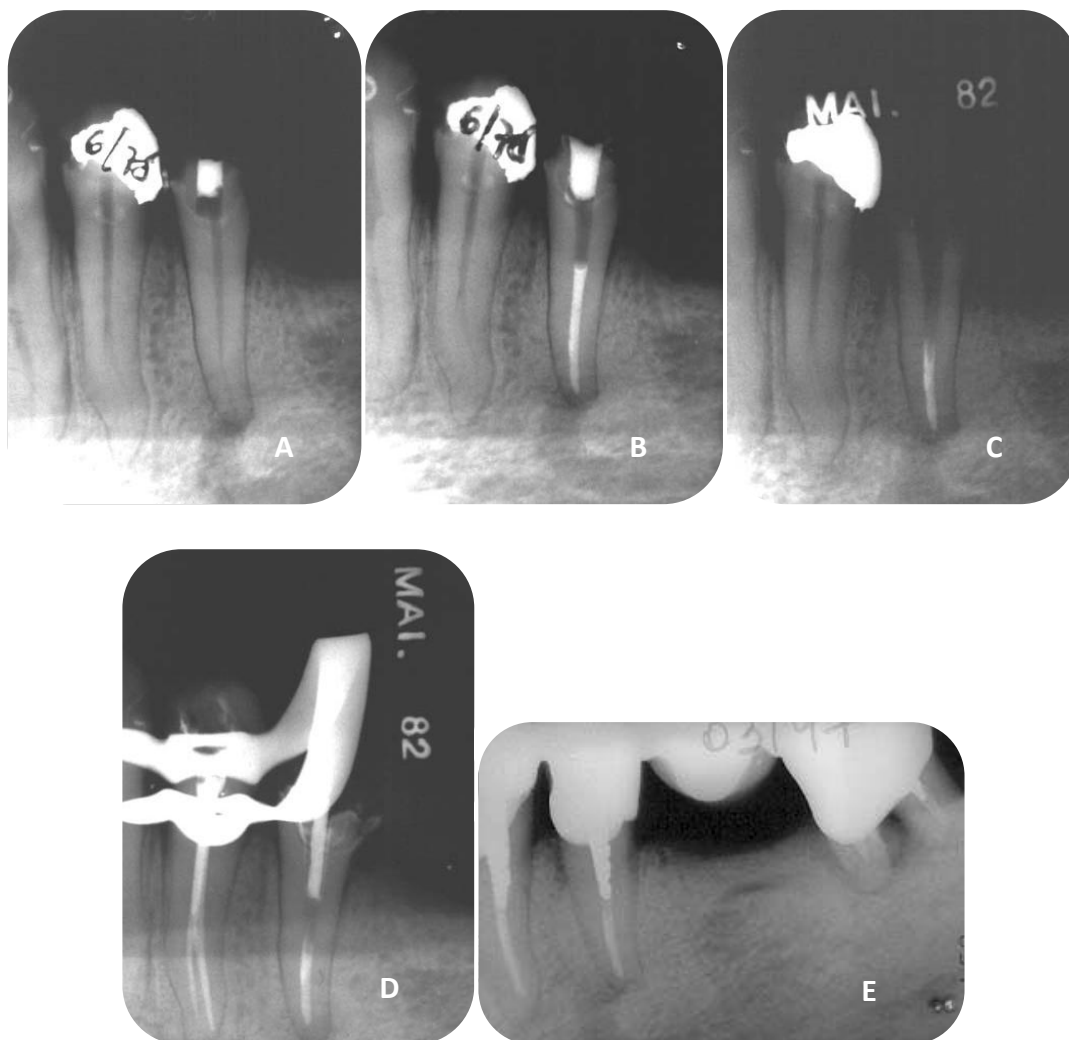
A- radiografia de diagnóstico do segundo pré molar inferior, B- tratamento endodôntico original de polpa sem vitalidade com lesão periapical realizado em julho de 1975, C/D- paciente retornou em maio de 1982 com prótese provisória quando foi realizado o retratamento endodôntico do segundo pré e o tratamento endodôntico do primeiro pré molar, E- preservação em dezembro de 2000, após 18 anos e 7 meses, mostrando reparo da lesão.
